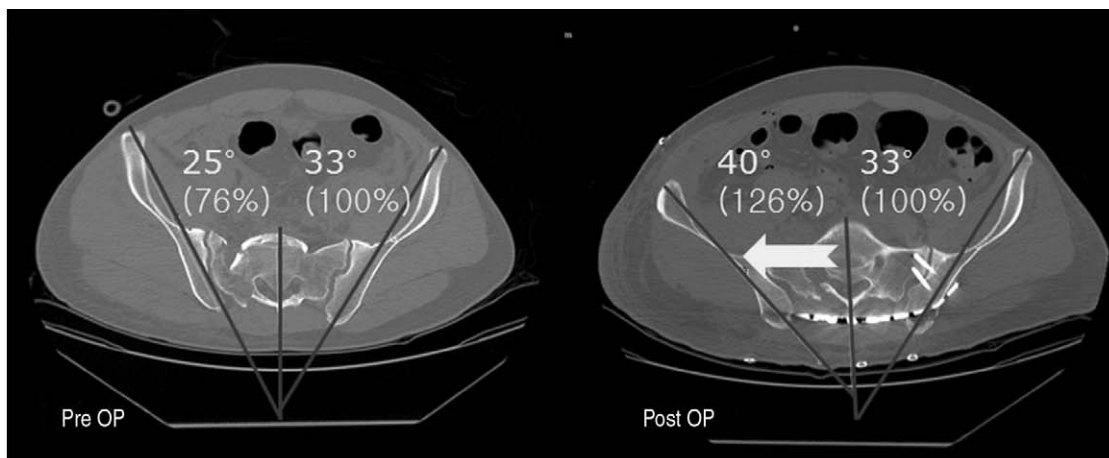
(A) CT shows Pre & postoperative rotational displacement.
